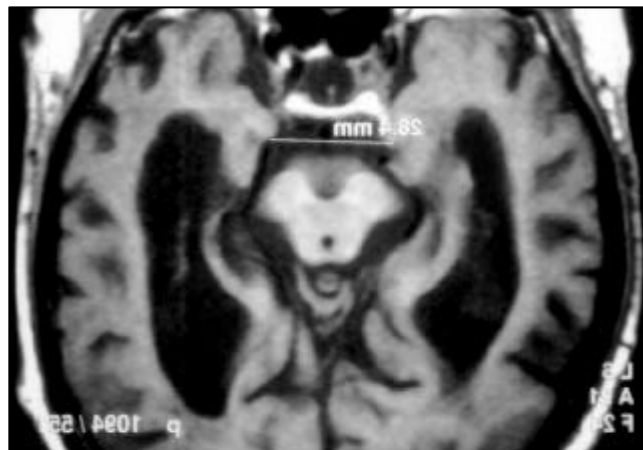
En comparación mostramos la resonancia magnética de un paciente de 95 años, sin trastornos de memoria en donde se insinúa la fisura perihipocampal y la distancia interuncal es de 28 mm.
